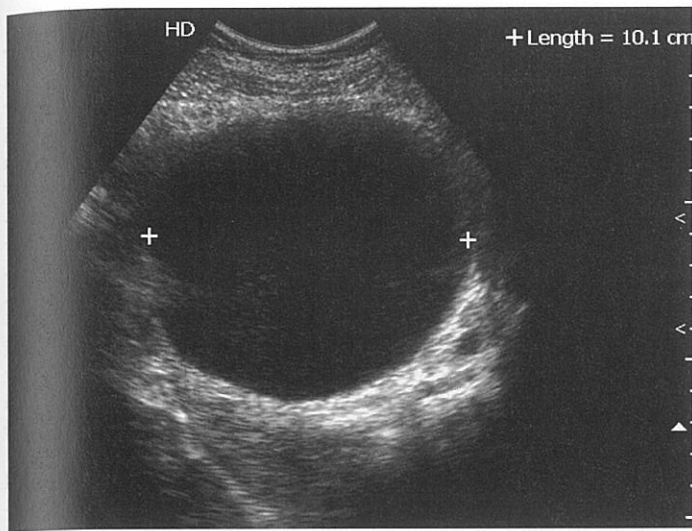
Ecografia vizualizează vezica urinară dilatată. Asigurați-vă că măsurarea vezicii urinare în două planuri este de cel puțin 2 cm înainte de a încerca aspirația suprapubi-ană. Vizualizați acul în vezica urinară înaintea introducerii cateterului. [Reprodus cu permisiunea Ma OJ, Mateer JR, Blavais M; *Emergency Ultrasound*, ediția a II-a © 2008, McGraw-Hill, New York, NY.]
